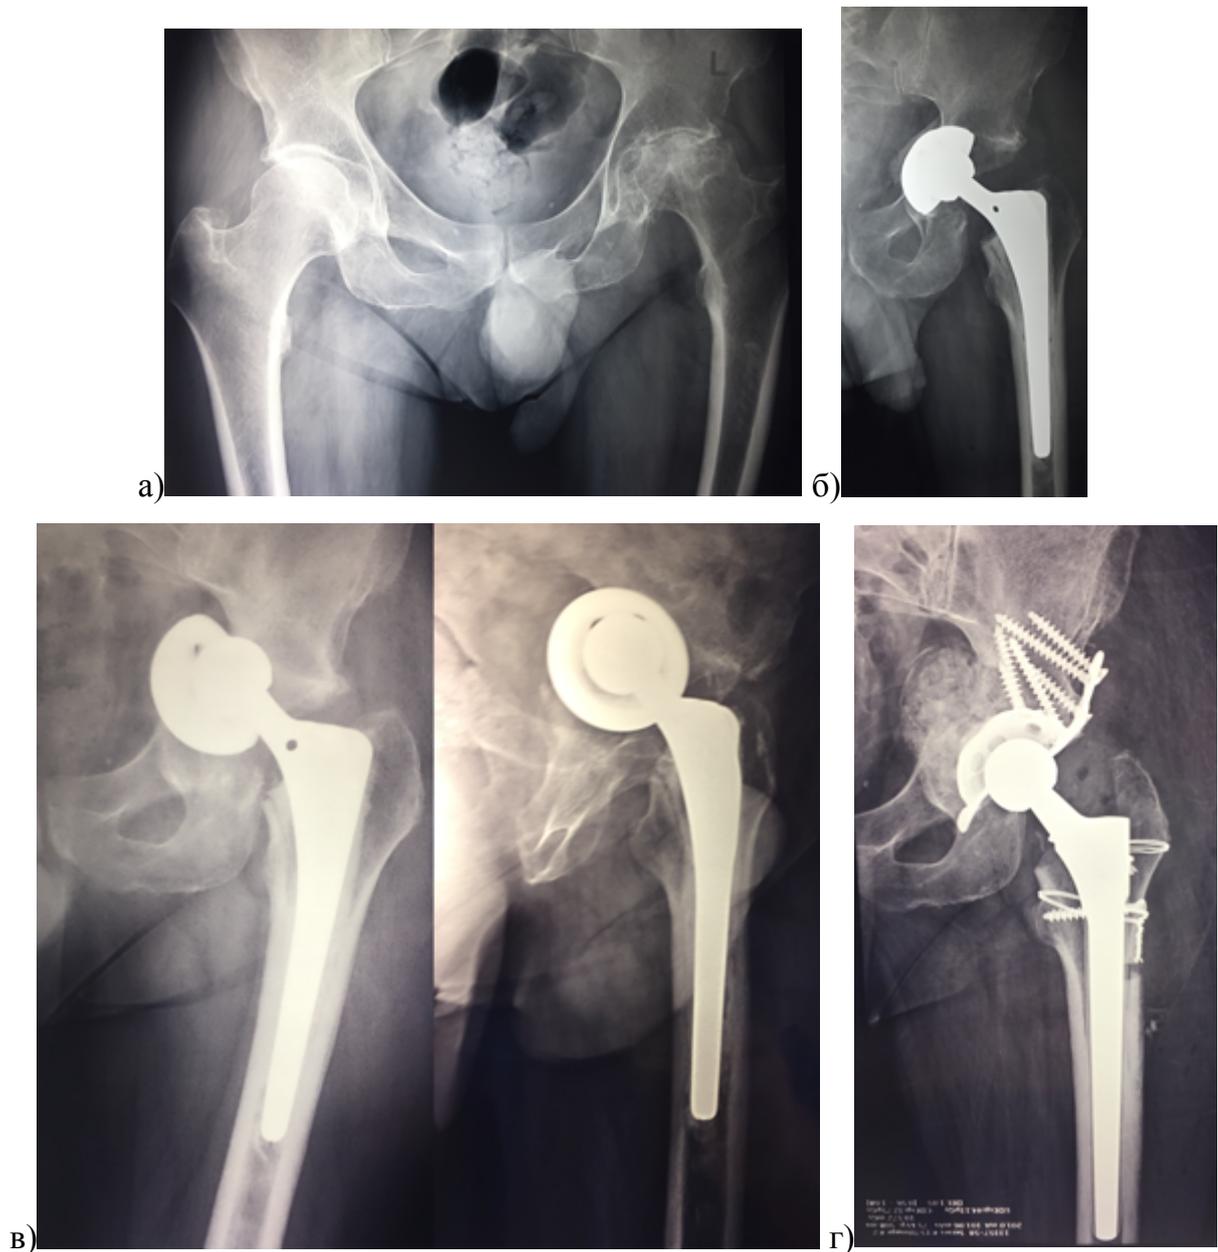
Рентгенограммы таза и тазобедренного сустава пациента 55 лет с левосторонним асептическим некрозом головки бедренной кости: а) стандартный случай для первичного эндопротезирования ТБС, не измененная анатомия сустава, укорочение 0,5 см; б) при эндопротезировании произошел перелом вертлужной впадины, нераспознанный во время операции, поэтому не выполнена переустановка чашки с дополнительной фиксацией винтами; в) протрузия вертлужного компонента в таз через три месяца после первичного ЭП ТБС; г) ревизия с удалением бедренного компонента с помощью расширенной вертельной остеотомии и реконструкция таза с имплантацией кейджа Burch-Schneider
